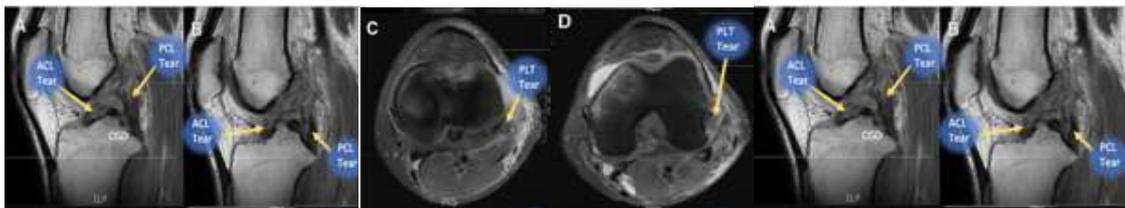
Imagen de una RMN preoperatoria que muestra una lesión extensa de rodilla izquierda en un paciente. A) y B) Rotura aguda de los LCA y LCP en corte sagital. C y D) Rotura del tendón poplíteo (PLT) en el CPL acompañado de daño articular. E) Aumento de señal alrededor del CPL en un corte coronal con secuencia T2 supresión grasa que corresponde a la rotura/avulsión del TBF (BFT). F) Rotura completa del LCL en un corte coronal.
